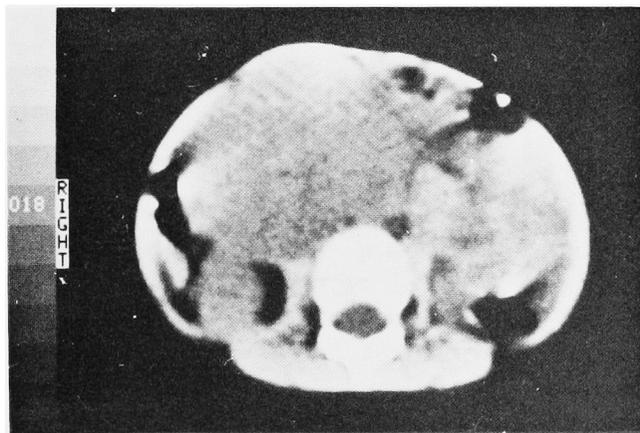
Computed tomogram shows a bulky abdominal tumor 13 months after the high orchiectomy
